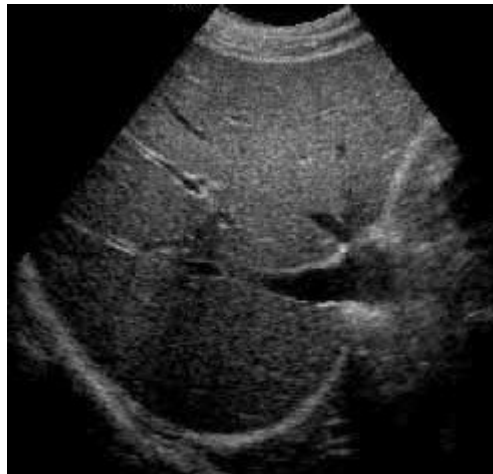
Ultrasonografie abdominală
